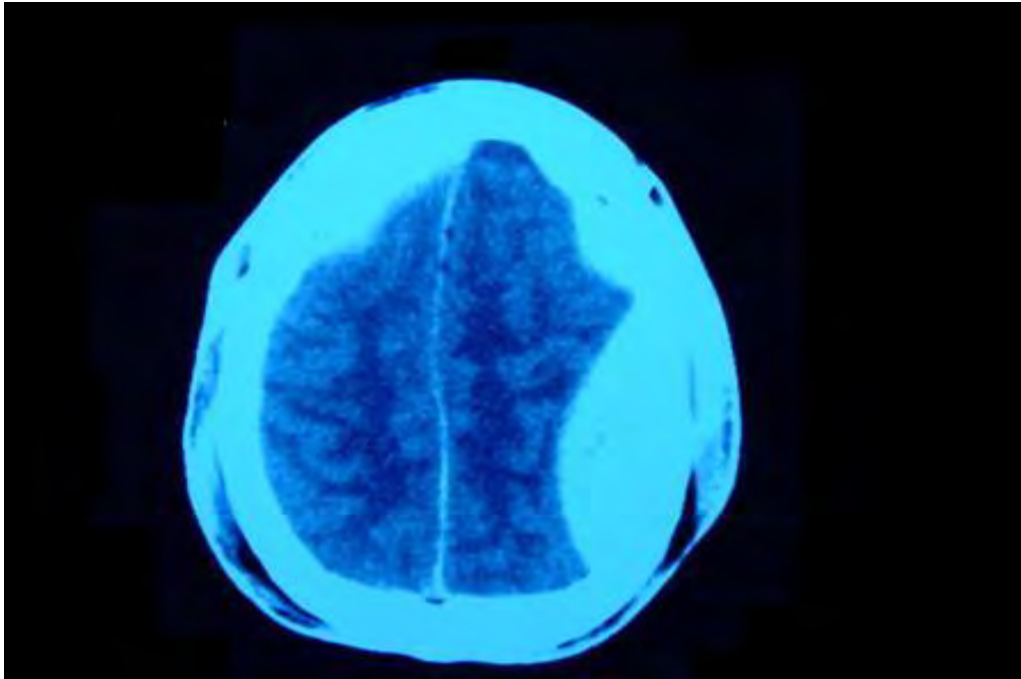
TDM en coupe axiale montrant un HED bi frontal et pariéto-occipital gauche [29].
